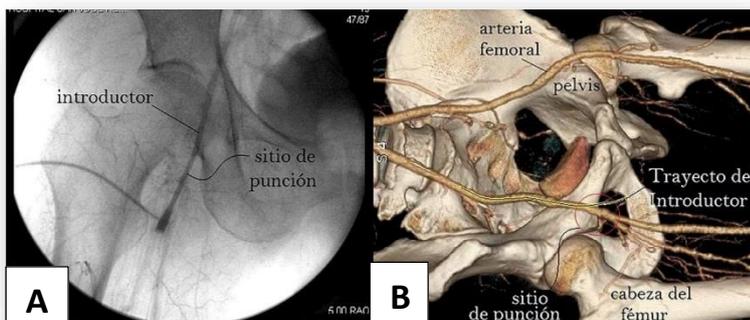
Anatomía del eje iliofemoral derecho. El ligamento inguinal y la arteria epigástrica inferior constituyen el límite anatómico del espacio retroperitoneal. A) Angiografía del introductor femoral en posición. B) Reconstrucción por angiotomografía 3D del sistema arterial femoral y anatomía pélvica. Fuente: (3)
